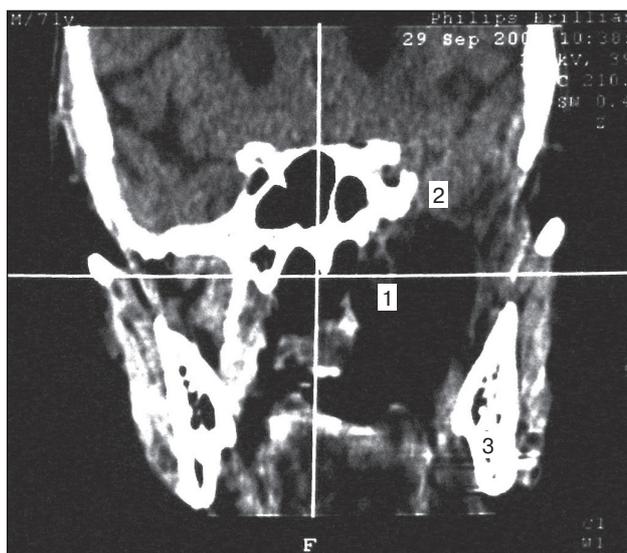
Контрольная КТ челюстно-лицевой области и головного мозга. Данных за наличие опухоли не выявлено.
